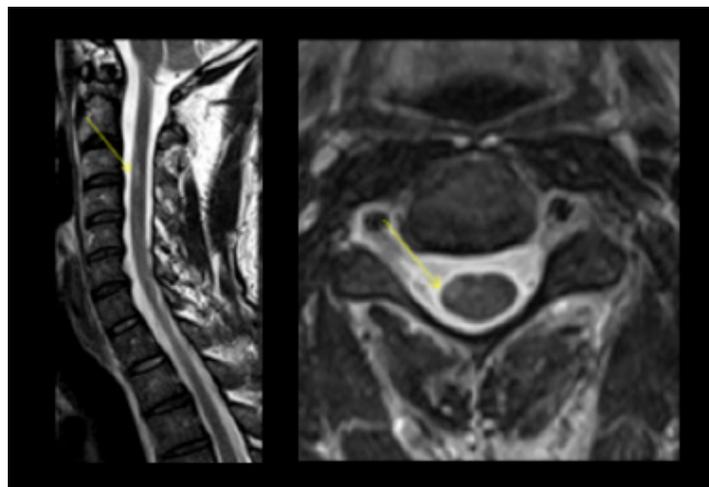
Barbaras Rückenmark-MRT zeigt eine kleine, nicht-anreichernde hyperintense Läsion.
